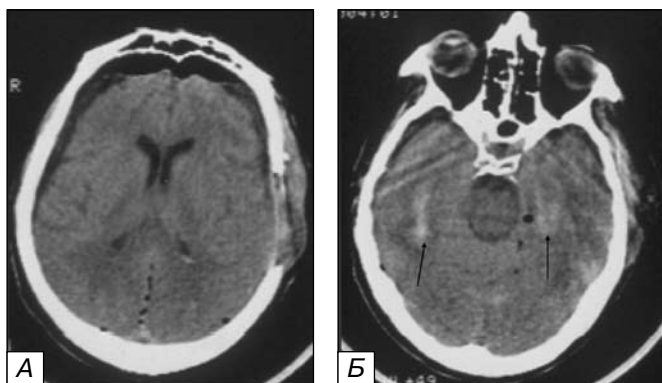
КТ больного С., 60 лет, после удаления хронической субдуральной гематомы. Третьи сутки после резекционной трепанации. Сопор. А — пневмоцефалия и коллапс мозга. Б — внутримозговые кровоизлияния в височных долях мозга (стрелка).
